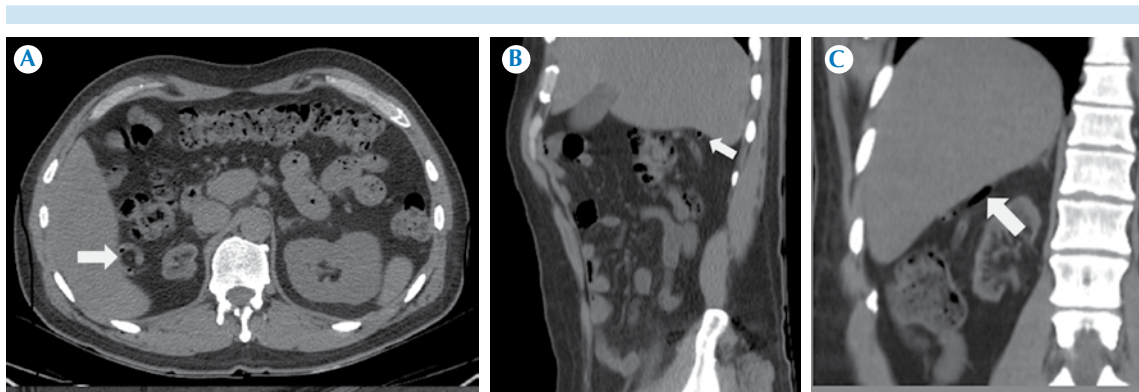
Paciente de 30 años. La tomografía computada abdominopélvica muestra al apéndice cecal en una localización atípica, en topografía subhepática anterior, sin afección inflamatoria aguda sobreagregada.
